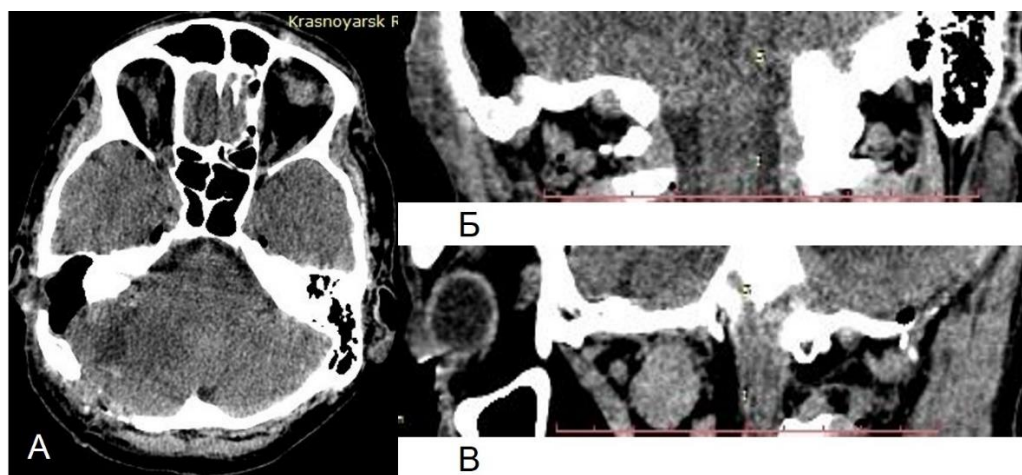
КТ головного мозга пациента З., 54 лет, без контрастирования через 14 дней после хирургического лечения в аксиальной (А), коронарной (Б) и сагиттальной (В) проекциях
